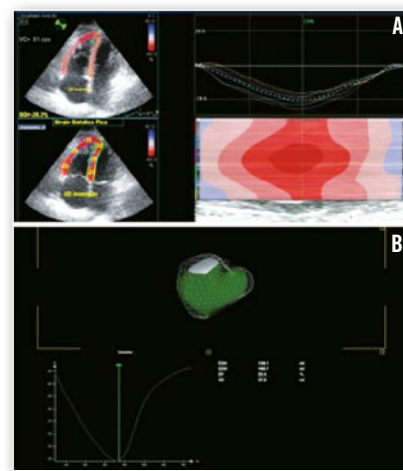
Ecocardiografía en HP. A: *strain* longitudinal global del VD obtenido mediante *speckle tracking* en un paciente con HAP. B: Cuantificación de la FEVD mediante ecocardiografía tridimensional
